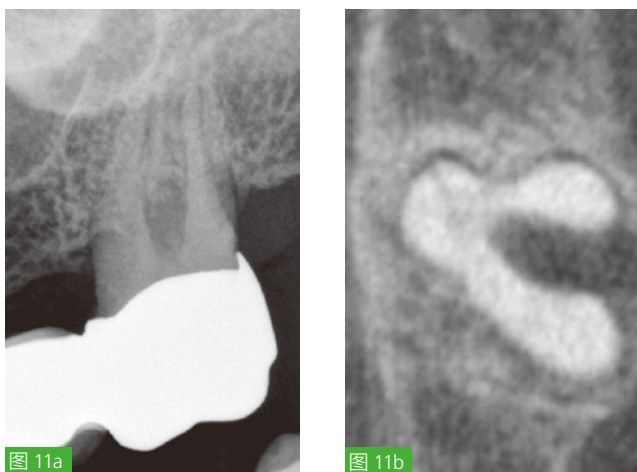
至 c: 在 X 线片上, 可以看到严重缩窄的根管 and 弥漫性的根尖区低密度影像, 以及因骨水平吸收而导致 27 牙齿三个根的根分叉暴露。牙齿的保留似乎是可行的(a)。在 CBCT 图像中可以看到, 三根罕见的融合, 且腭根有一个牙本质裂纹(b)。通过冠内检查 (IKD) 进一步证实了牙本质裂纹, 因此确诊了对纵裂的怀疑, 因此及时地中断了牙齿保留治疗(c)。
